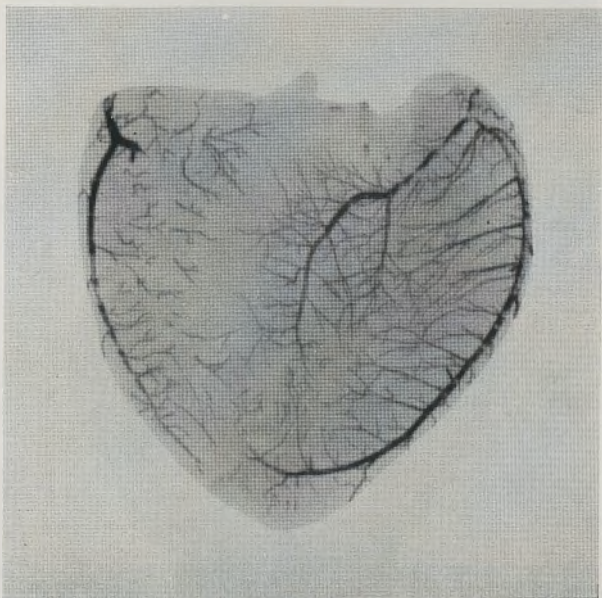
Repleção da coronária cardíaca esquerda do *Canis familiaris* (Obs. 18) e radiografia do septo interventricular isolado.
